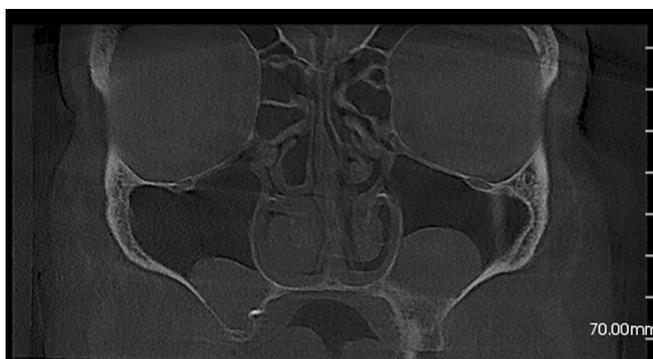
Фронтальная плоскость, в правой верхнечелюстной пазухе визуализируется рентген-контрастное инородное тело (пломбировочный материал)
